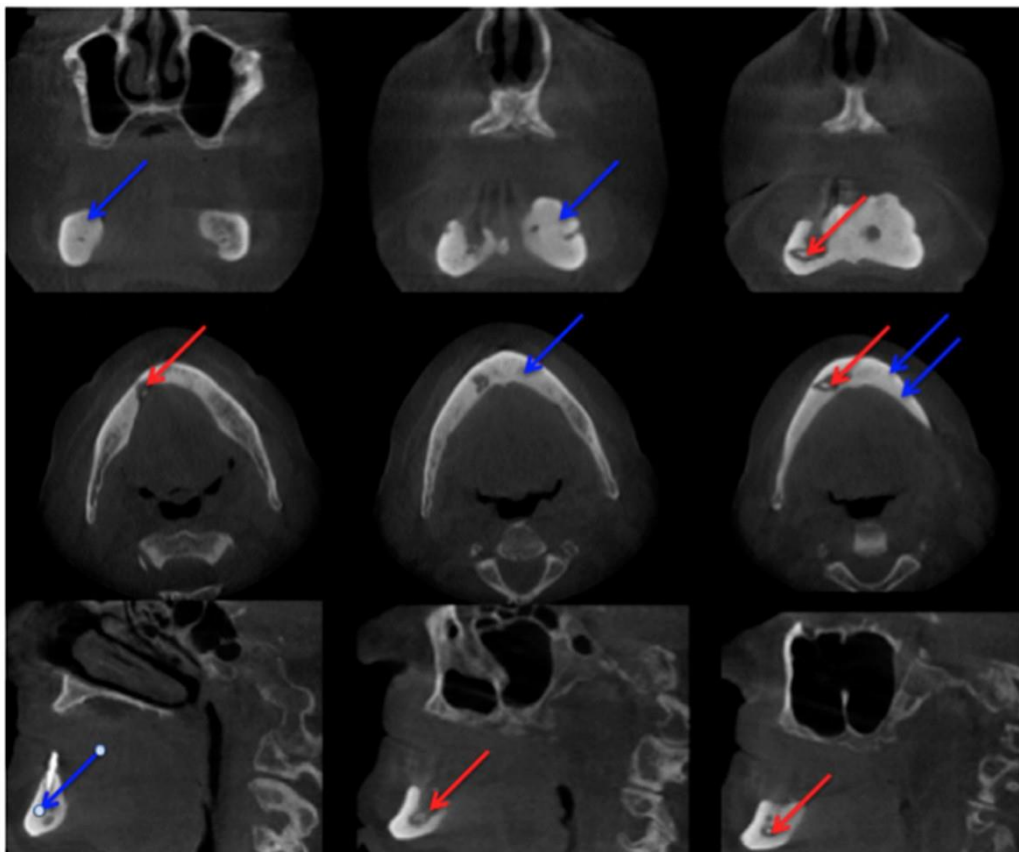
Tomografía computarizada cone beam. 1ª fila vista coronaria, 2ª fila vista axial, 3ª fila vista sagital. (1)
